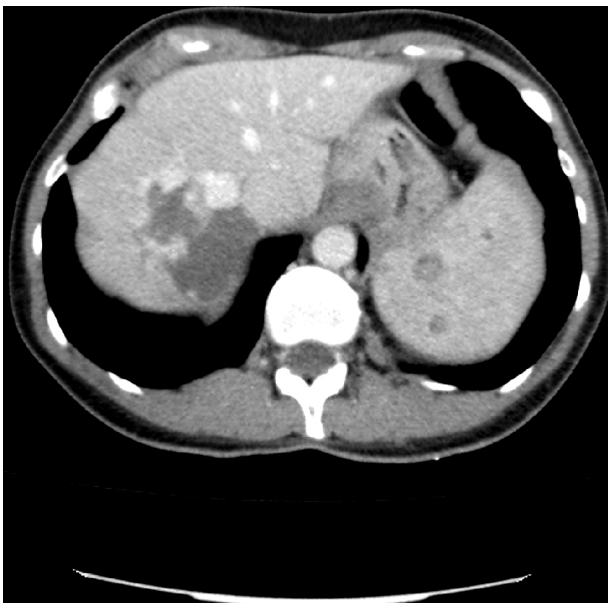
TAC: hemangiomas hepáticos y esplénicos.
